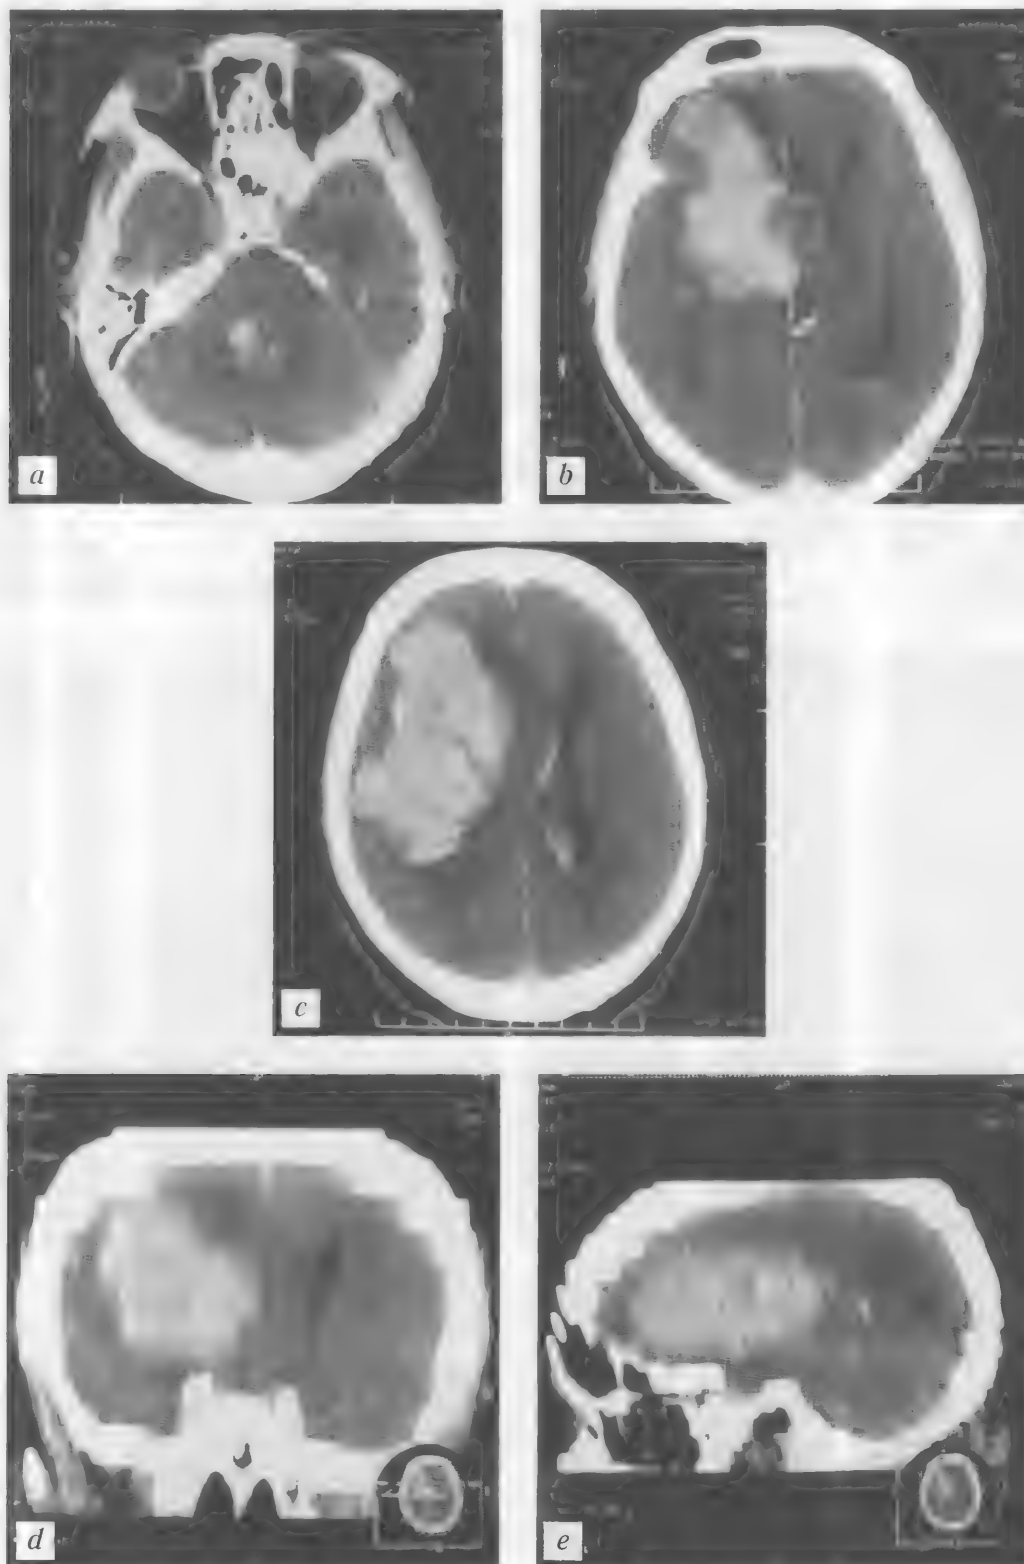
Больной Г., 71 год. Гипертензивное паренхиматозно-вентрикулярное кровоизлияние с формированием внутримозговой гематомы больших размеров в правой полушарии мозга. Тампонада желудочковой системы. Боковой дислокационный синдром III–IV степени. Диффузный отек мозга. КТ — *a–e*
